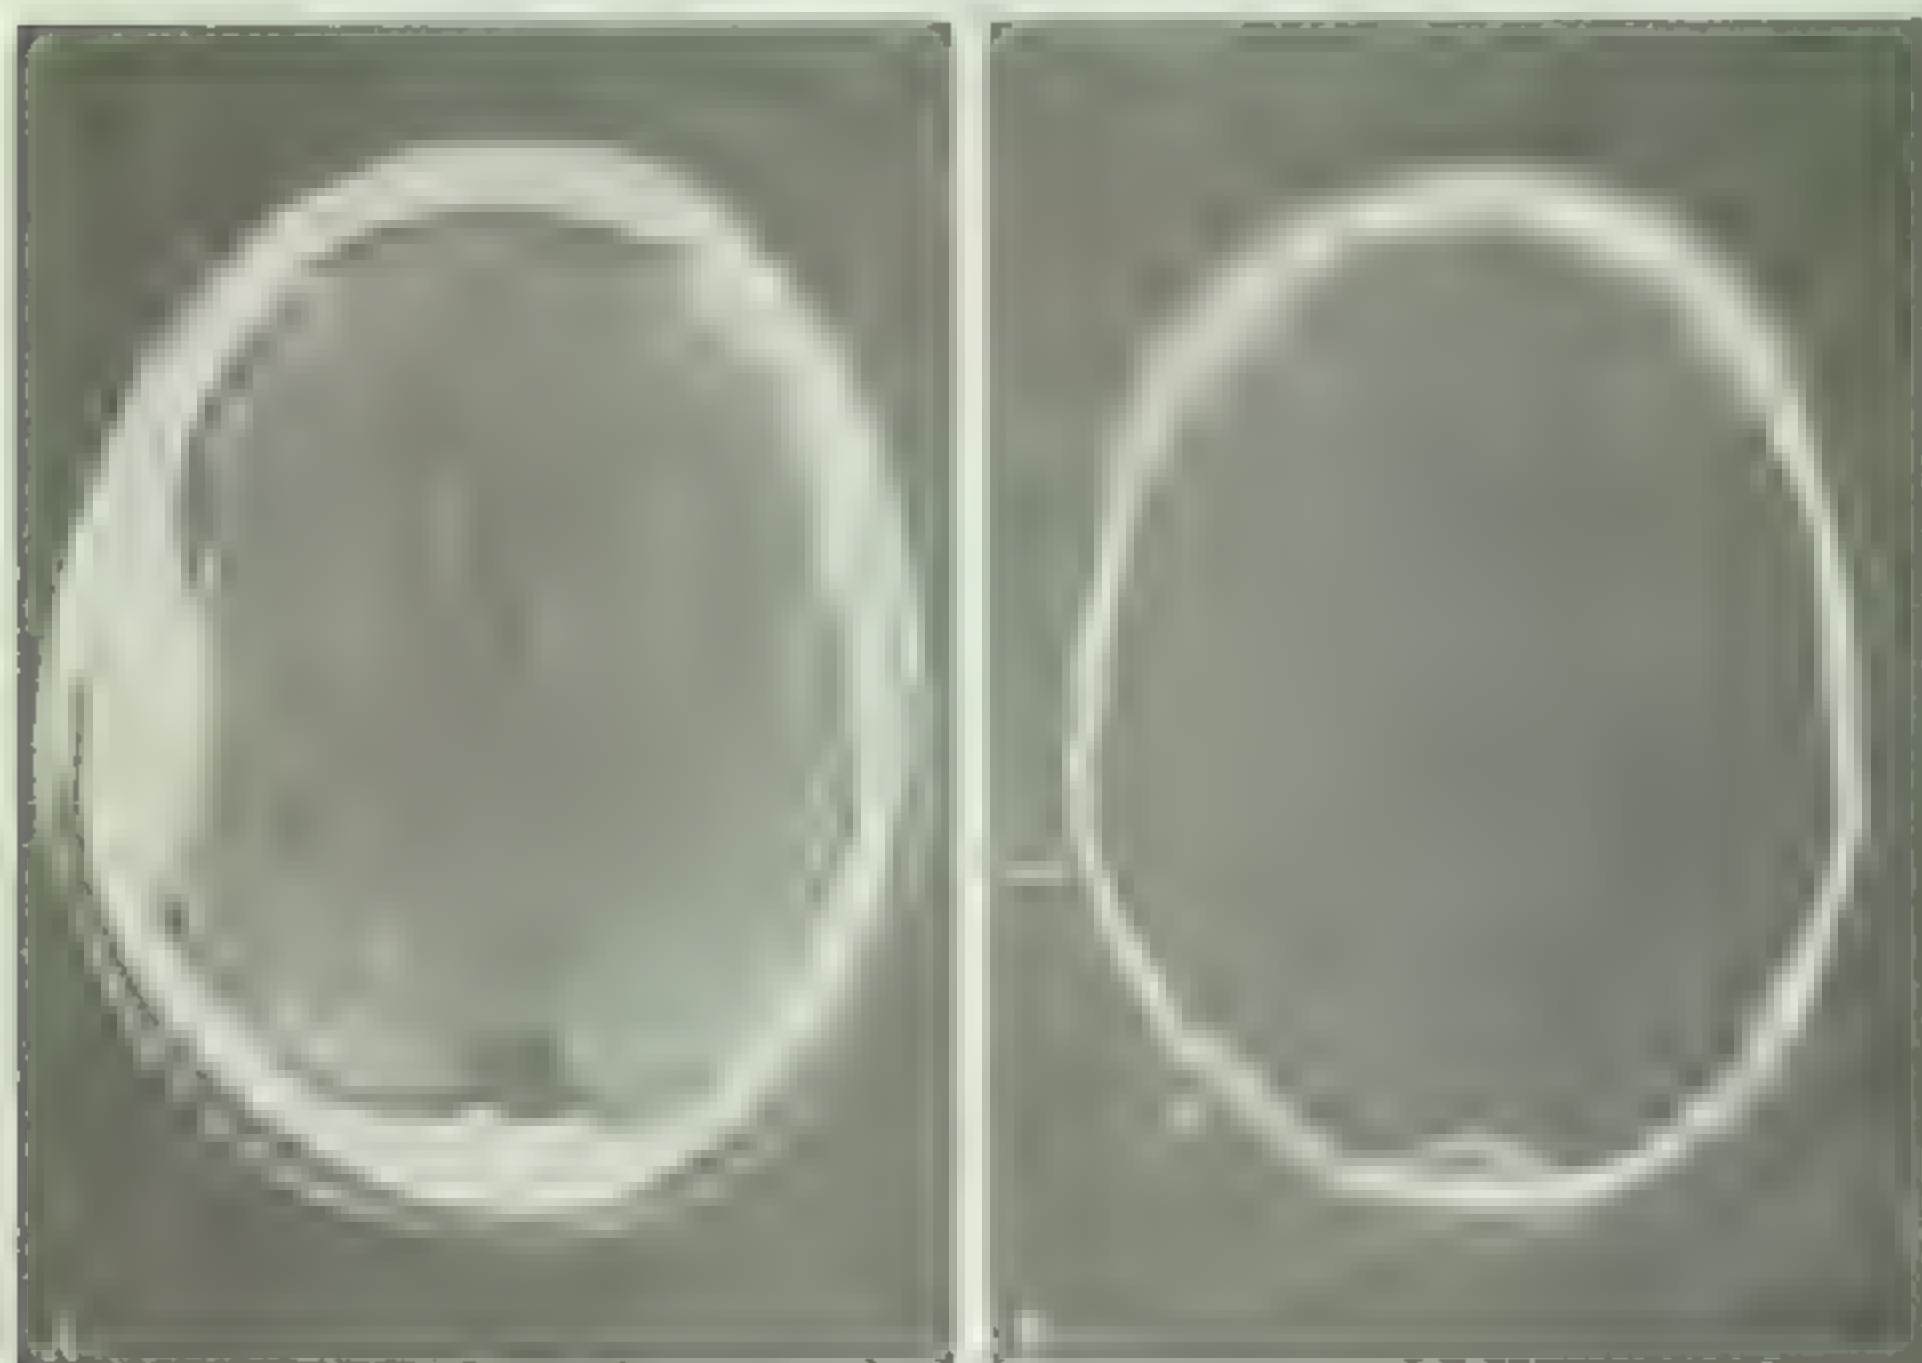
硬膜外血肿 颅骨及大脑 CT 扫描 A. 左侧大的白色区域代表硬膜外血肿
